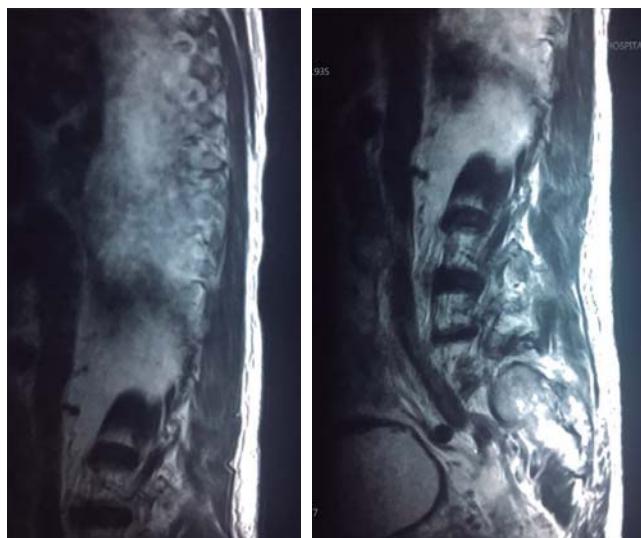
Resonancia magnética evidencia presencia de hematoma subdural desde T11 con extensión hasta L4, con máxima amplitud en L1.
